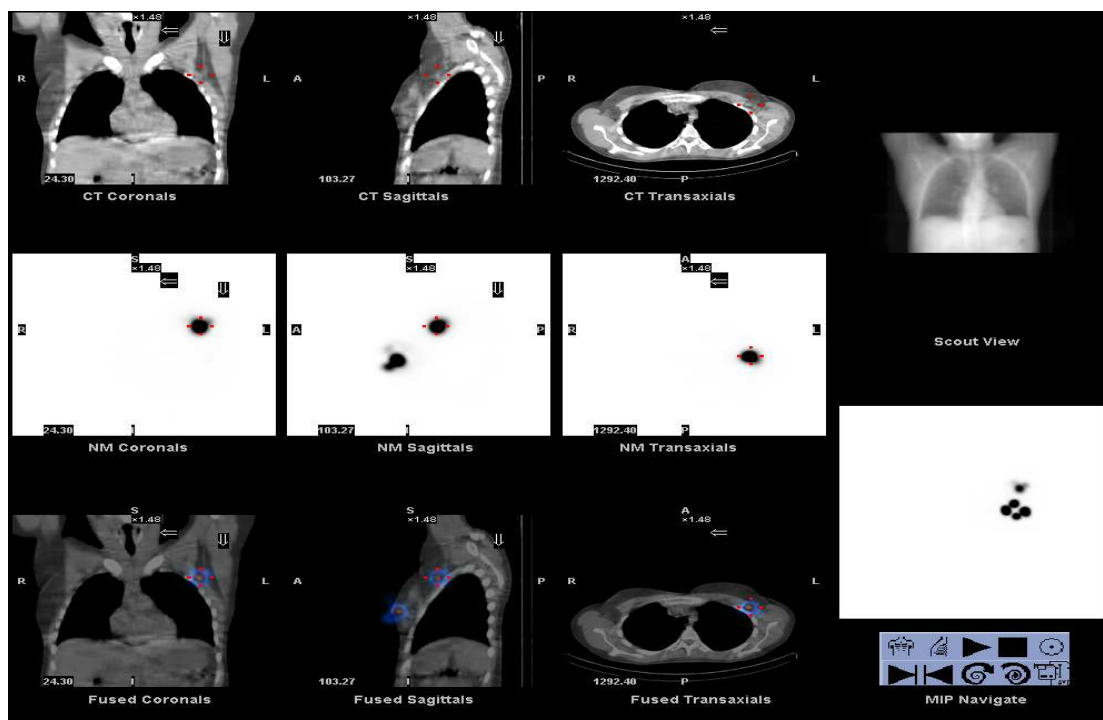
Imágenes utilizadas en la interpretación de estudios SPECT-TAC.
